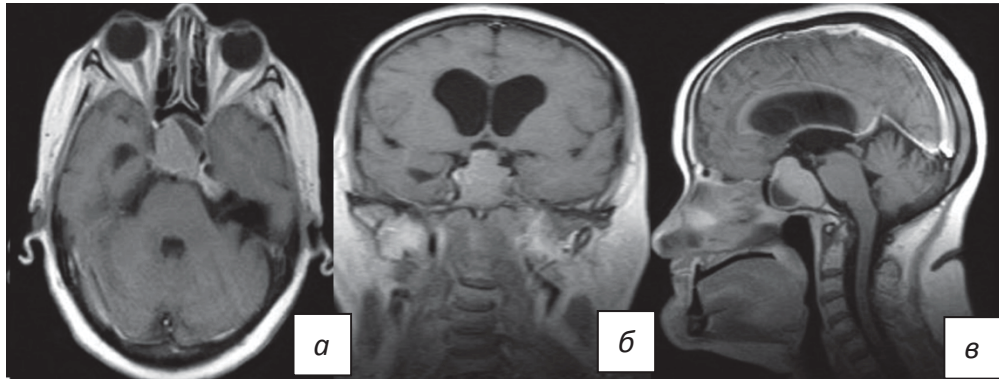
МРТ головного мозга в аксиальной (а), фронтальной (б), сагиттальной (в) проекциях. В режиме T1 взвешенных изображениях с контрастным усилением визуализируется эндо-супраселлярная частично кистозная аденома гипофиза
